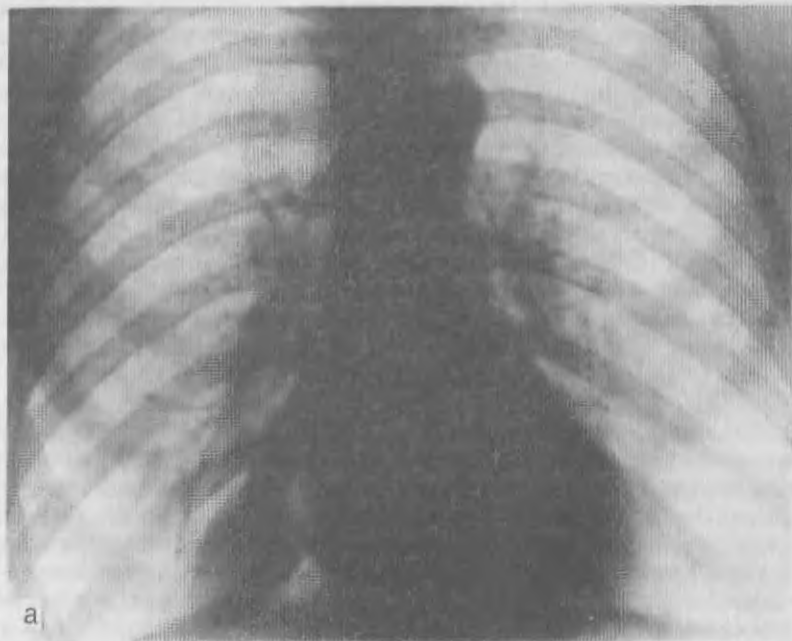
Дивертикул перикарда. На обзорной рентгенограмме (а) видна полукруглая тень в правом сердечно-диафрагмальном синусе; ее анатомический субстрат не ясен. На пневмомедиастинограмме (б) отмечается грушевидное образование, связанное с перикардом широкой шейкой.
